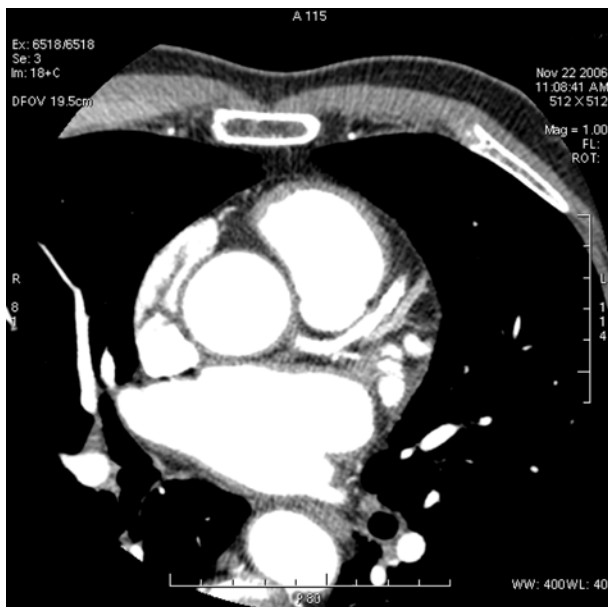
МСКТ коронарных артерий, КИ = 981 ед.
